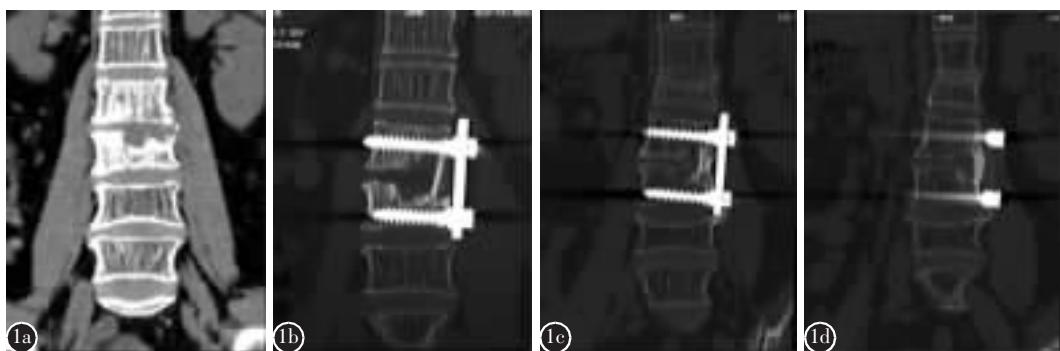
患者女, 60岁 a 术前 CT 扫描显示 L2、L3 椎体破坏, 椎体保留 50%以上, 右侧椎旁脓肿为主 b 单孔腹腔镜术后 2 周 CT 扫描示内固定及植骨块位置良好 c、d 术后 1 年 CT 扫描显示植骨融合良好, 内固定位置良好
